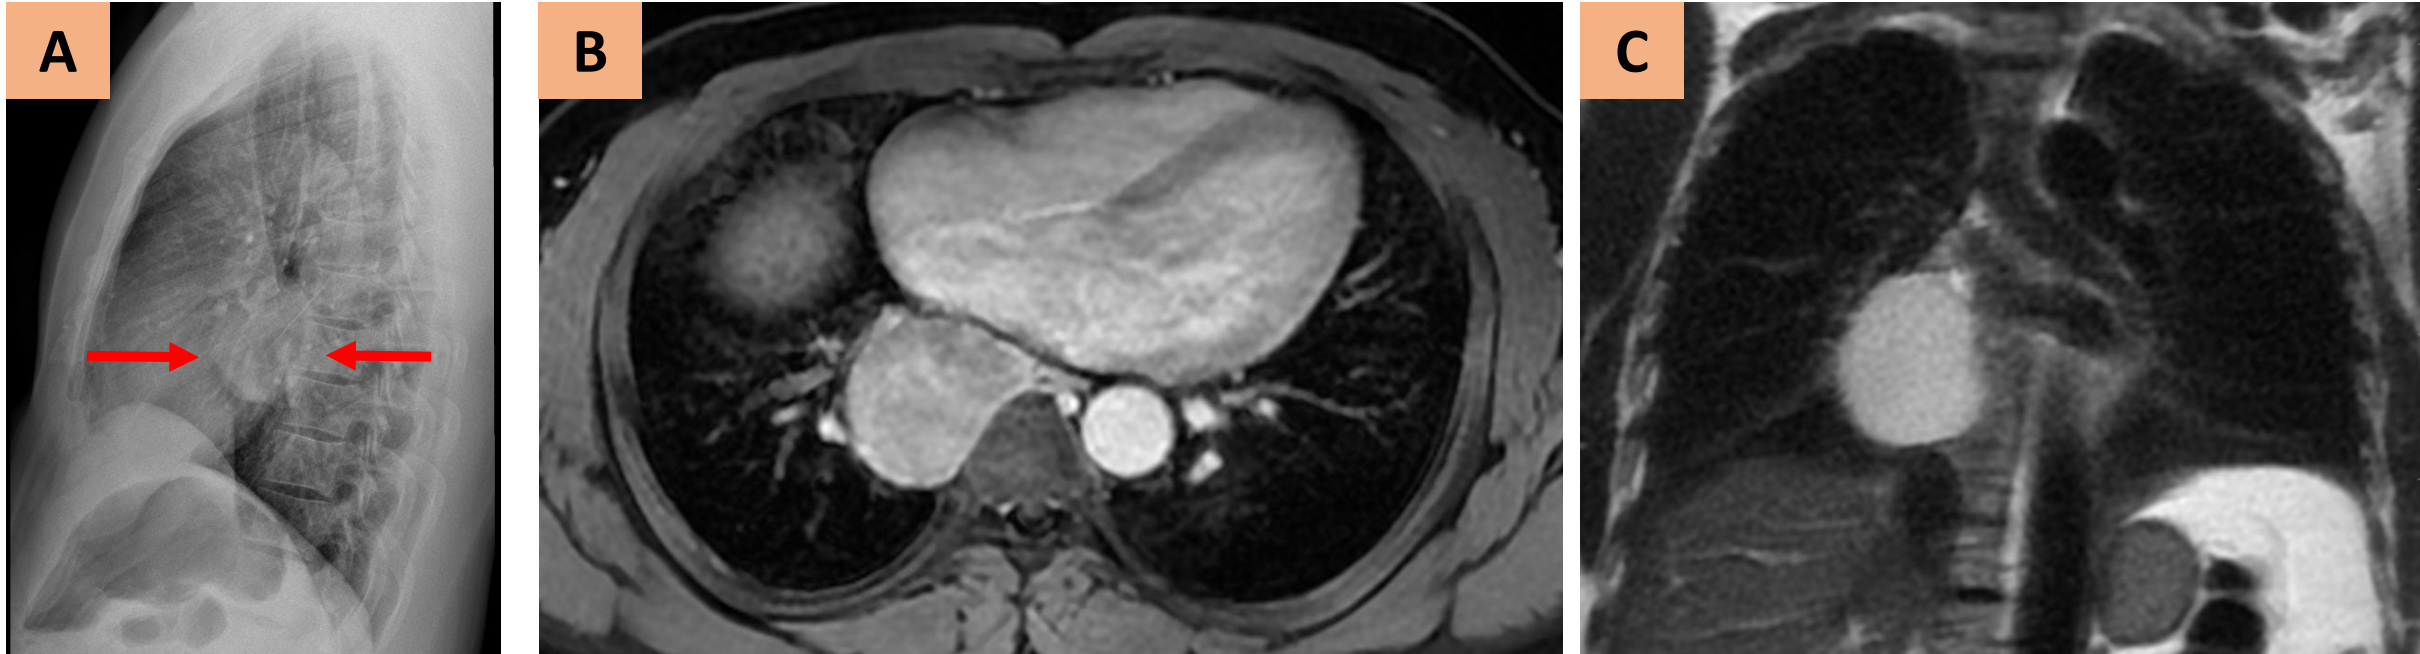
Quiste broncogénico en un varón de 48 años. Radiografía de tórax lateral (A) que muestra una opacidad redondeada de bordes nítidos en la ventana hiliar inferior (flechas). RM con secuencias T1 axial con saturación grasa (B) y T2 coronal que muestran una lesión mediastínica hiperintensa (por alto contenido proteináceo y hemorragia). El diagnóstico anatómo-patológico de la pieza de quistectomía mostró un quiste broncogénico con restos de hemorragia e infiltrado inflamatorio.
